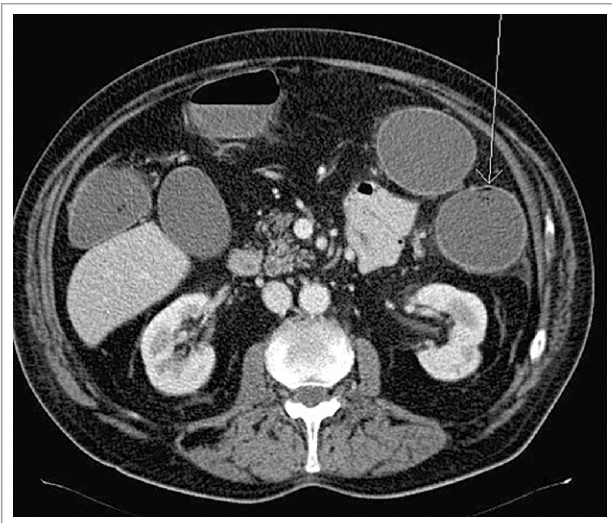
Tomografía computada de abdomen y pelvis. Nótese la obstrucción a nivel de colon. La línea blanca señala neumatosis intestinal.
